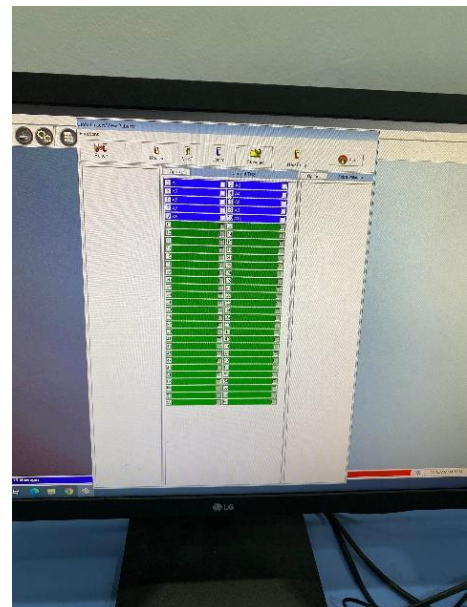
Gambar alat BT 15 i untuk pemeriksaan kadar ureum
